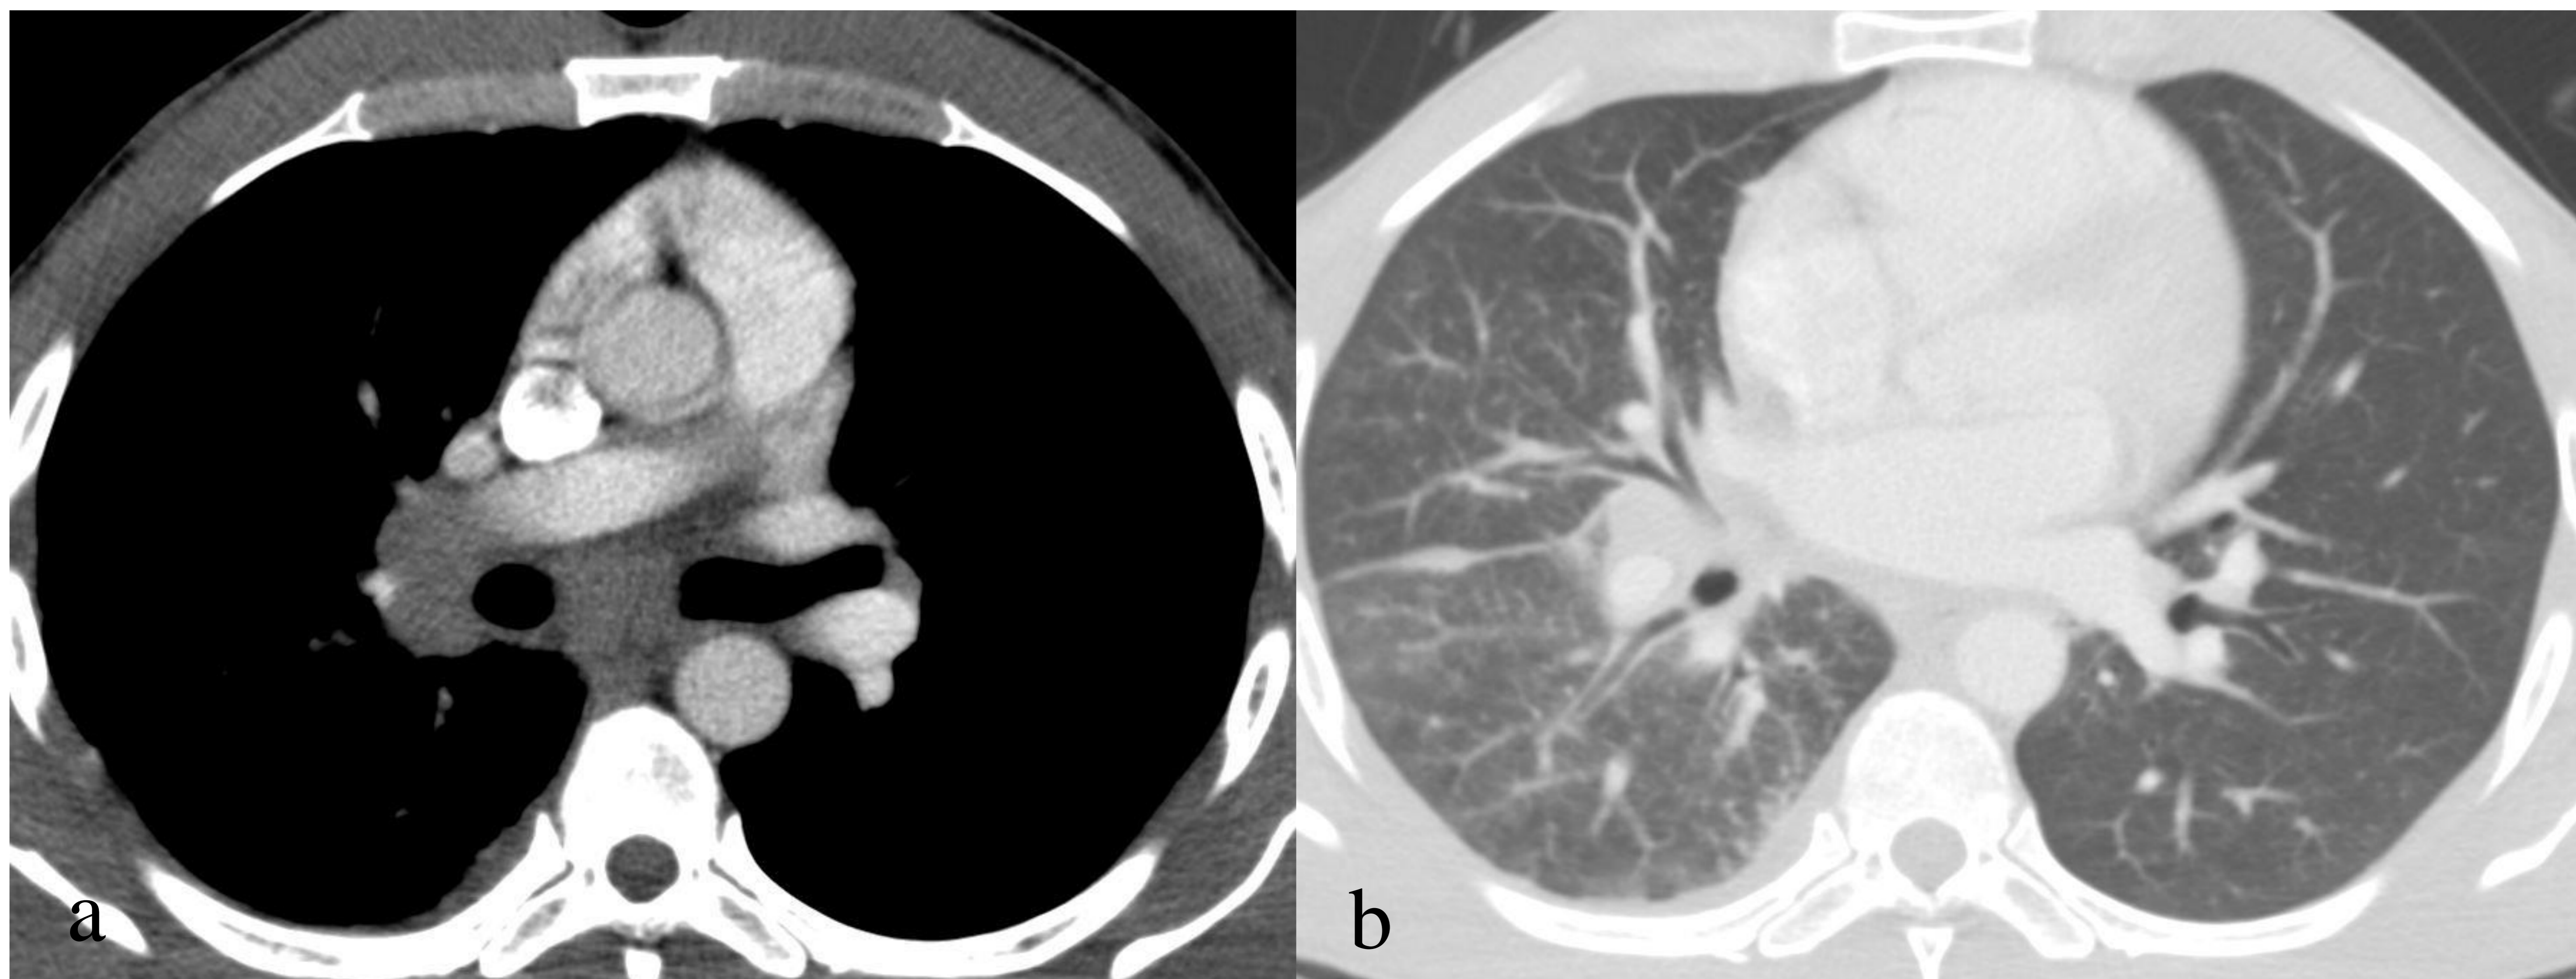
Cortes axiales de TC. En imagen a se visualizan adenopatías hiliares derechas. En imagen b destaca patrón micronodular en LM y LID que asocia engrosamiento nodular cisural. Hallazgos sugestivos de sarcoidosis como diagnóstico más probable.
